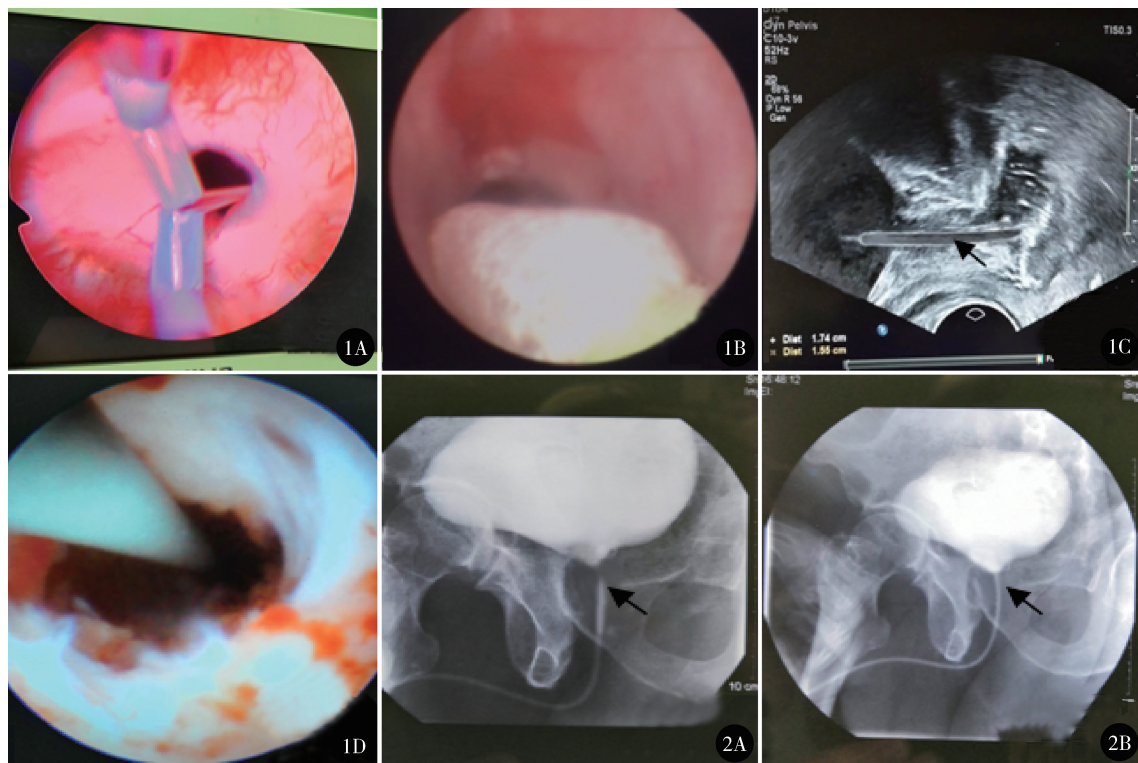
A. 尿道狭窄内切开;B. 观察球囊尾端扩张定位;C. 超声监测球囊体部和头端定位;D. 扩张后尿道狭窄管腔 图 2 A. 术前尿道造影示膀胱颈部狭窄;B. 术后尿道造影示造影剂排泄通畅
